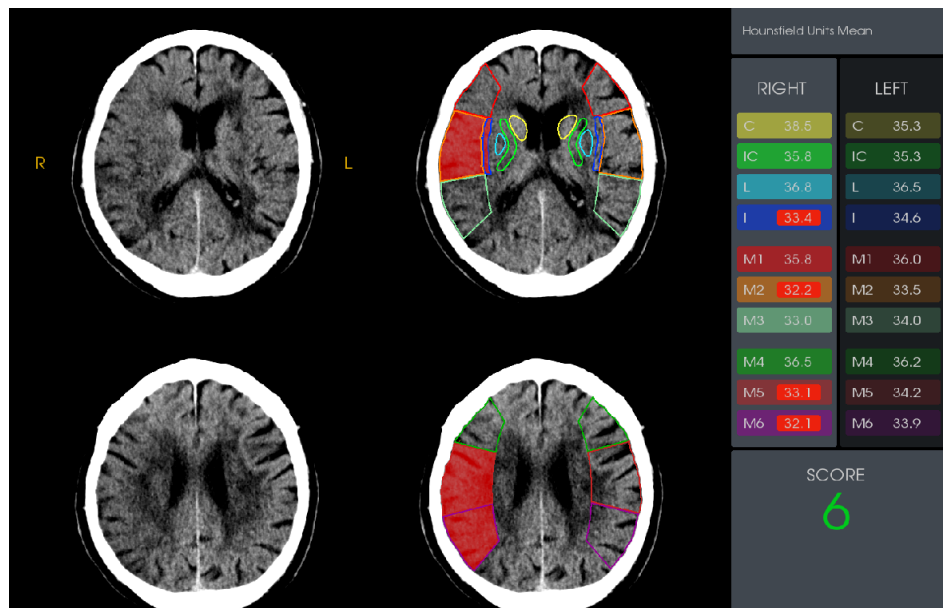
Больной А., 65 лет. (И/б 20798/2020). Возможности системы RAPID, оценка по шкале ASPECTS - 6, красным выделены зоны достоверных различий рентгеновской плотности в бассейнах СМА, свидетельствует о вероятном неблагоприятном функциональном исходе заболевания через 3 месяца, а также о высоком риске симптоматического кровоизлияния, в связи с чем по рекомендациям таким пациентам не выполняется системный тромболизис
